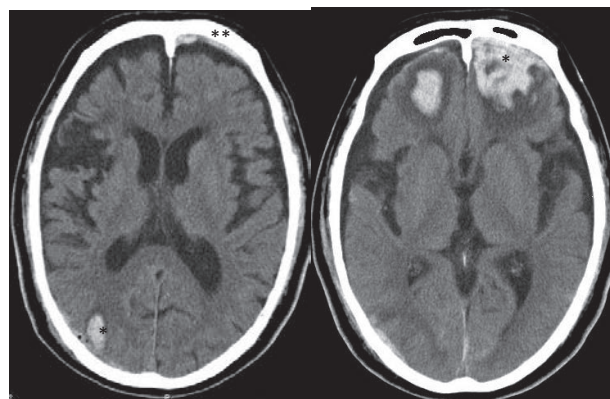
80歳代男性。抗凝固薬内服中に転倒し一過性の意識消失を認めた。搬入時のGCSは15点。頭部CT (a) では軽度の脳挫傷(\*)と急性硬膜下血腫(\*\*)を認めた。
